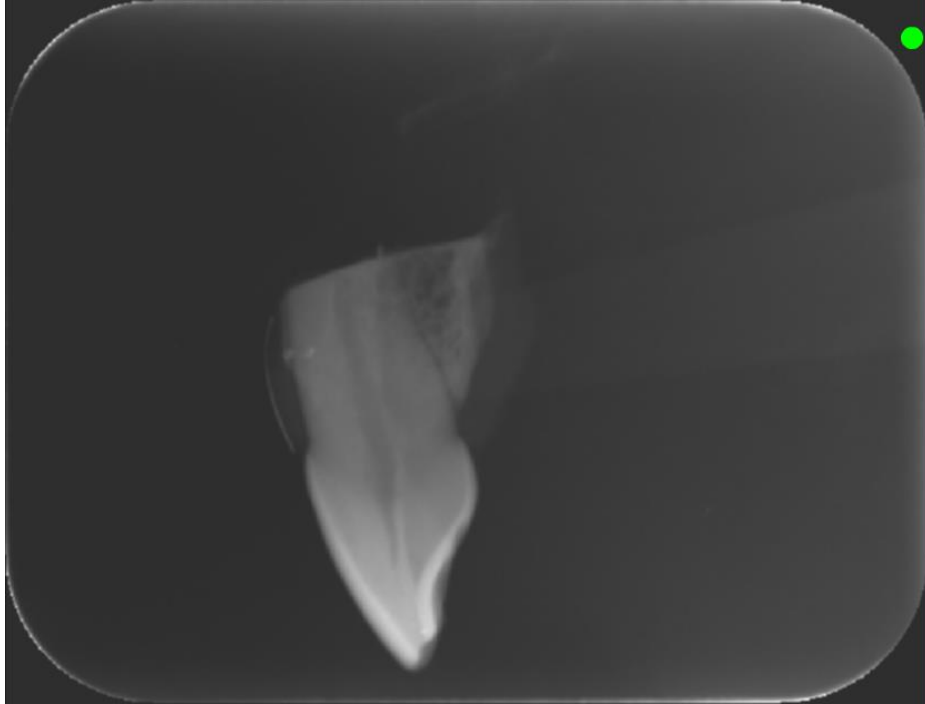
Radiografía tomada de pieza dental. Se puede observar la banda metálica colocada sobre el margen de la encía bucal.
